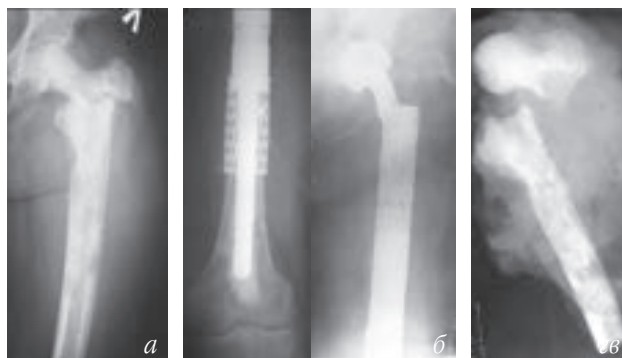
Фотовідбитки рентгенограм лівого стегна хв. М., 55 р., історія хвороби № 78284: *а* – до, *б* – після хірургічного втручання; *в* – препарат видаленої пухлини
